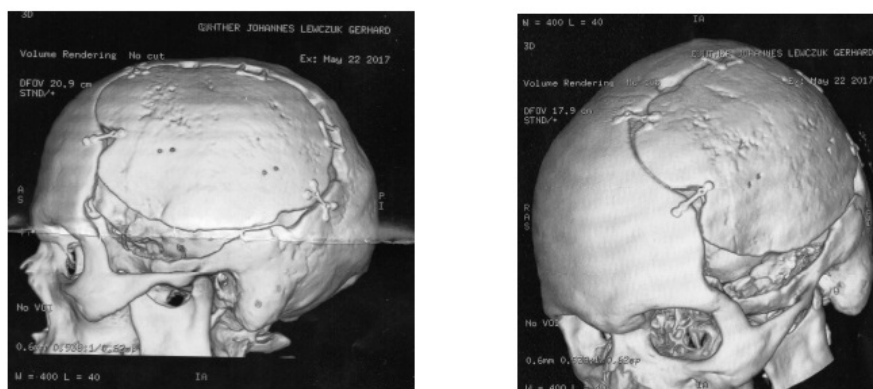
Tomografia computadorizada com reconstrução 3D da minha cranioplastia, mostrando os melhores ângulos da mesma. O retalho ósseo (calota) aparece. Ele é bem grande, não me admira muito que a digestão estivesse comprometida.
